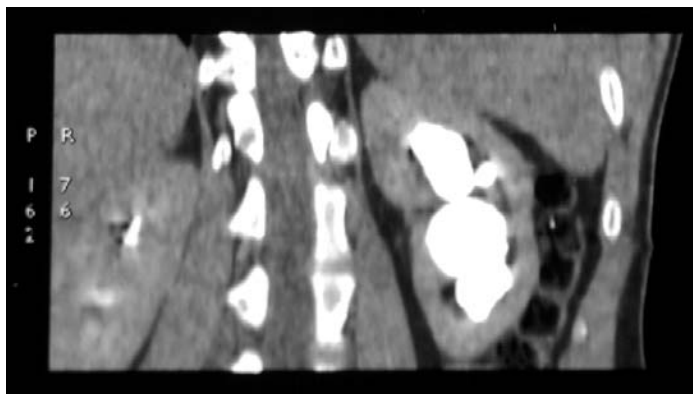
Компьютерная томограмма с контрастированием (фронтальная проекция). Стеноз ЛМС, гидронефроз слева.
